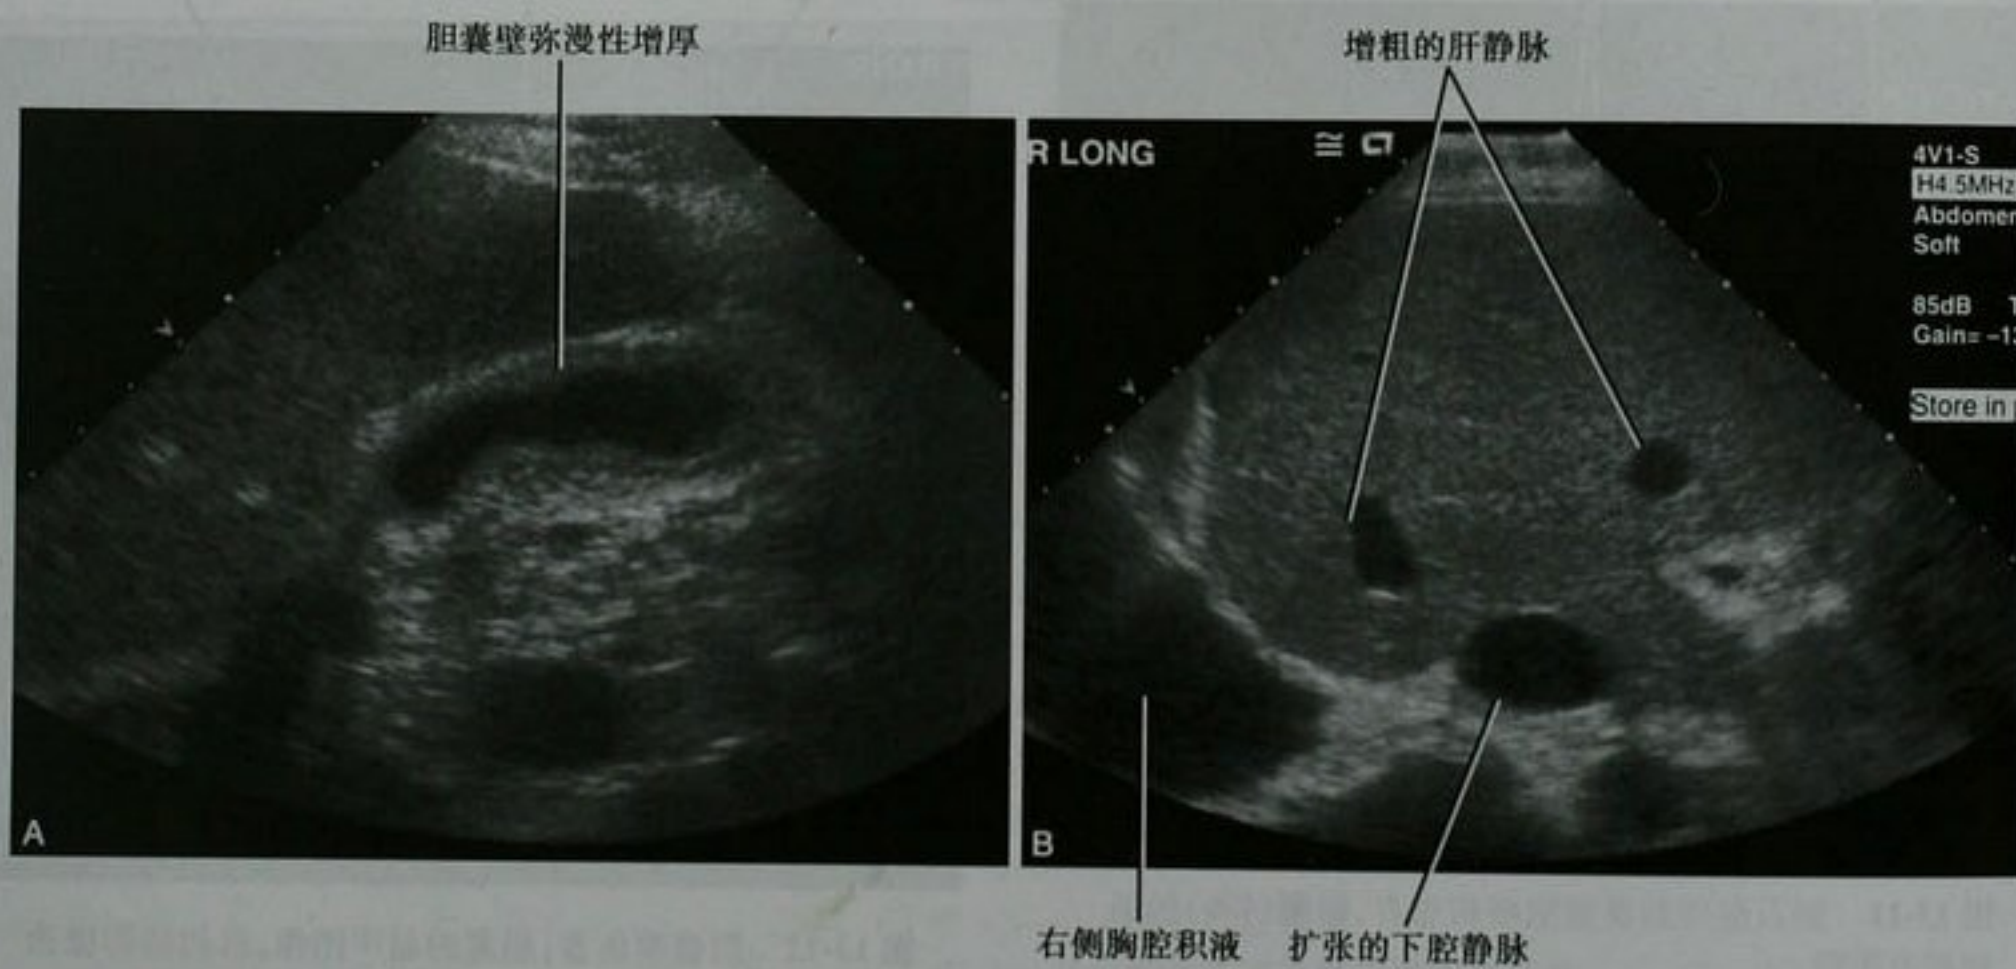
充血性心力衰竭患者,胆囊(A)和肝脏(B)的超声图像。IVC:下腔静脉
